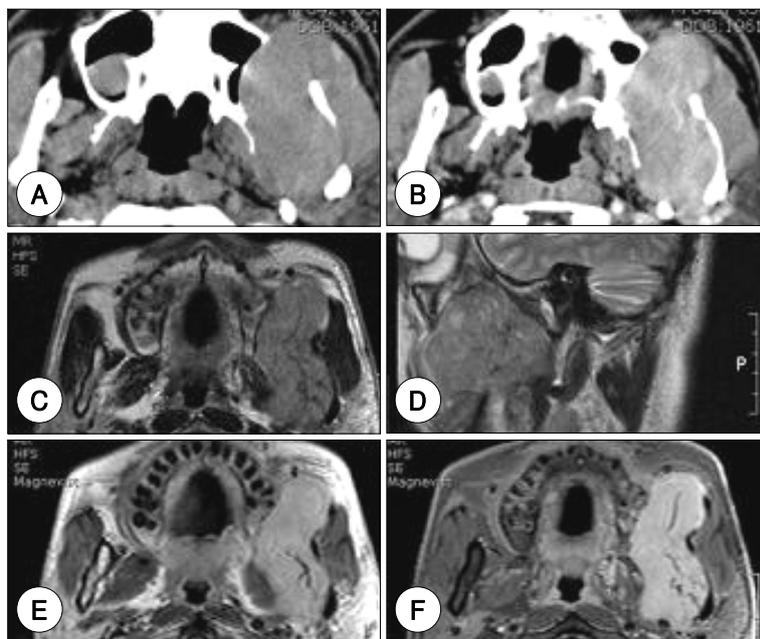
Images in a 42-year-old man with painless left cheek mass. A and B : Axial CT scans shows a well enhanced huge solid mass with well circumscribed border. C : Axial T1-weighted MR image shows a well marginated mass that is isointense to the muscle in the left buccal space and infratemporal space. D : Sagittal T2-weighted MR image shows that the mass has high signal intensity, with linear signal void area in the central portion. E and F : Axial contrast-enhanced MR images reveal homogeneously strong enhancement of the mass, with linear signal void area in the central portion.
